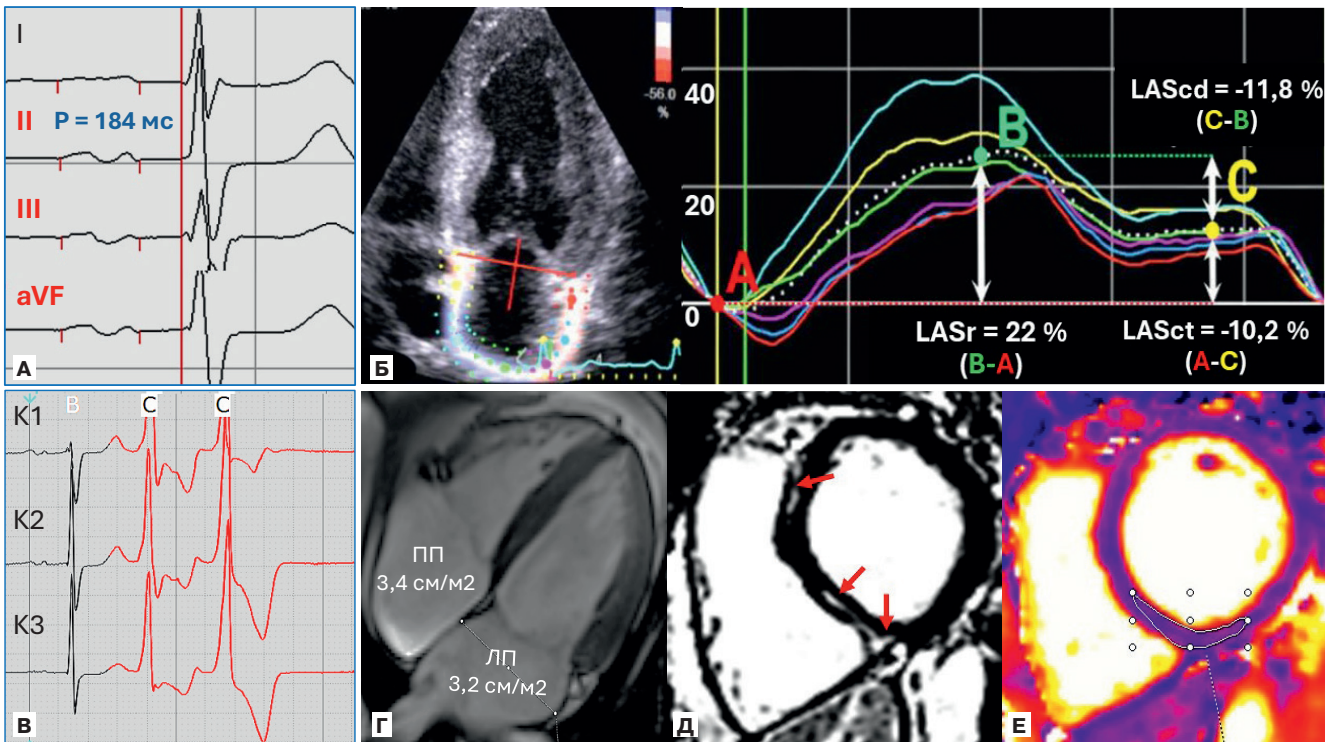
Графическое представление результатов комплексного мультимодального обследования пробында: А) признаки атипичной МПБ 3 ст. с ретроградной активацией ЛП в каудально-краниальном направлении; Б) признаки дисфункции ЛП по данным спекл-трекинга со снижением продольной деформации в фазах резервуара — LASr, кондуита — LAScd и сокращения — LASct; В) фрагмент ХМ с желудочковым куплетом; Г) МРТ изображение в 4-камерной проекции; Д) позднее постконтрастное усиление МРТ с изображением в 2-камерной проекции и признаками отсроченного накопления контраста в области МЖП (зоны указаны стрелками); Е) преконтрастное T1-картирование без признаков тканевых нарушений релаксации.
